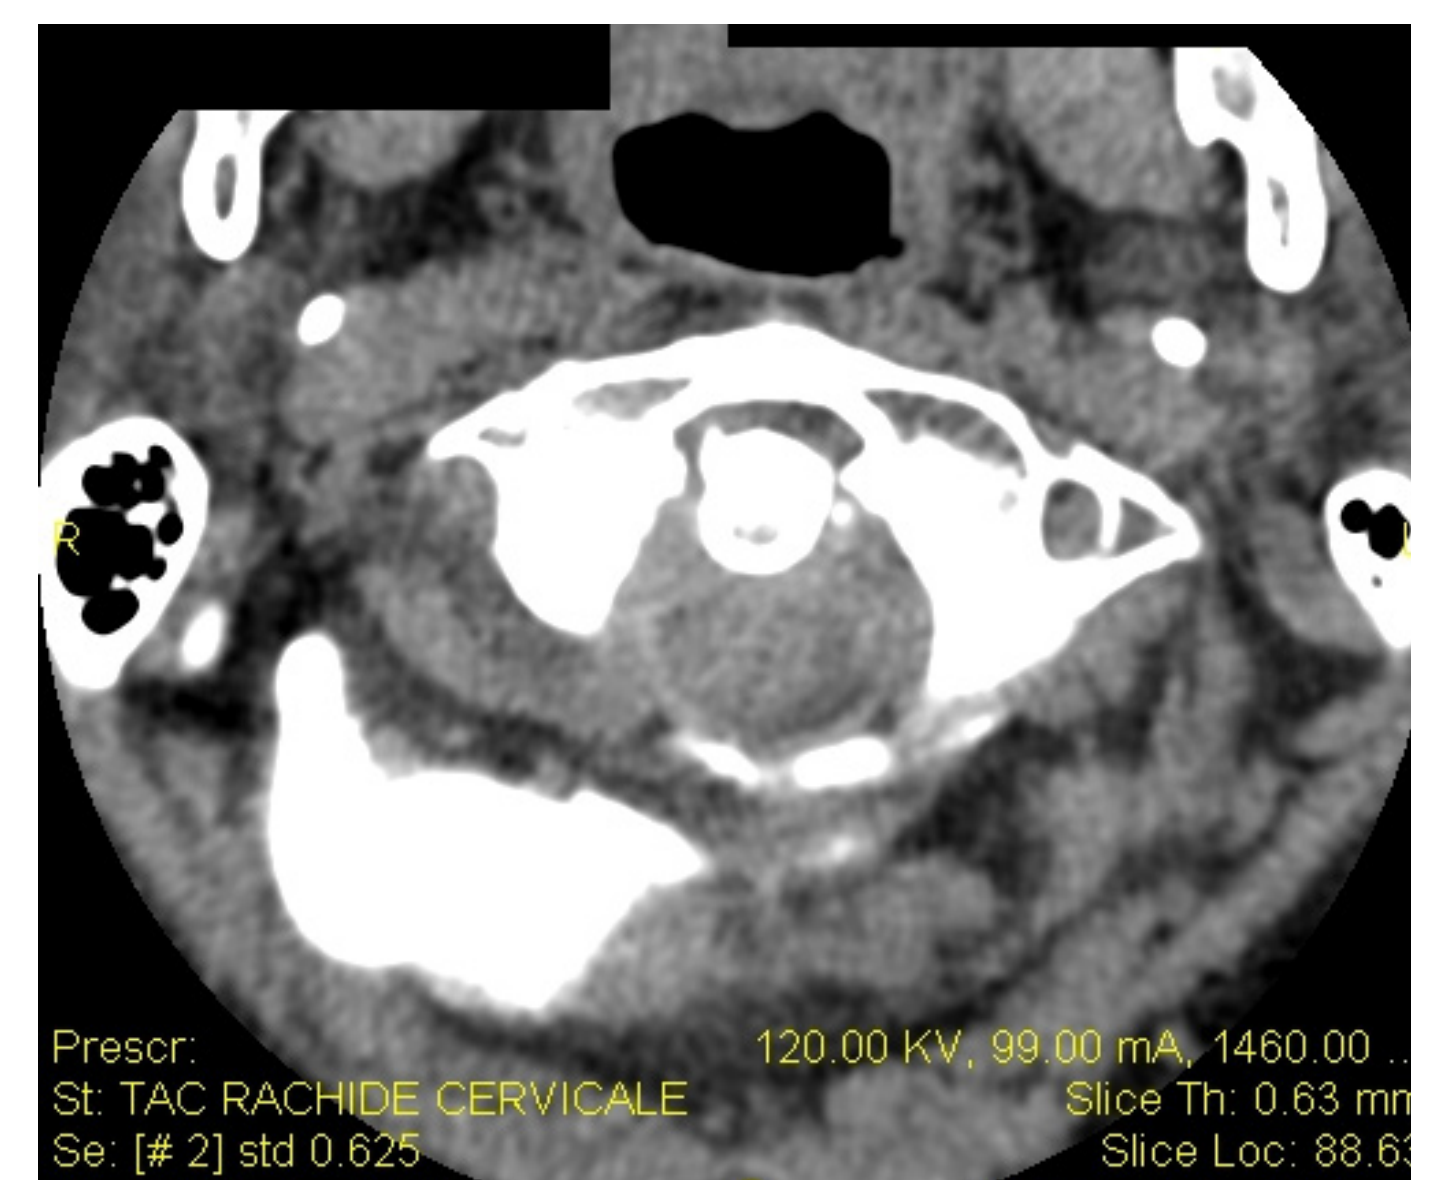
TC rachide cervicale
